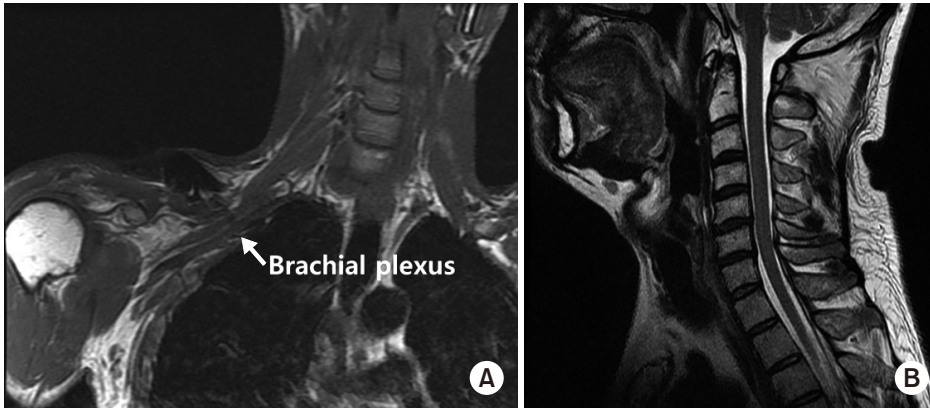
(A) Postoperative thoracic outlet magnetic resonance imaging (MRI) shows normal brachial plexus continuity without hematoma. (B) Cervical spine MRI shows cervical disc degeneration without both disc herniation or spinal cord lesion.
